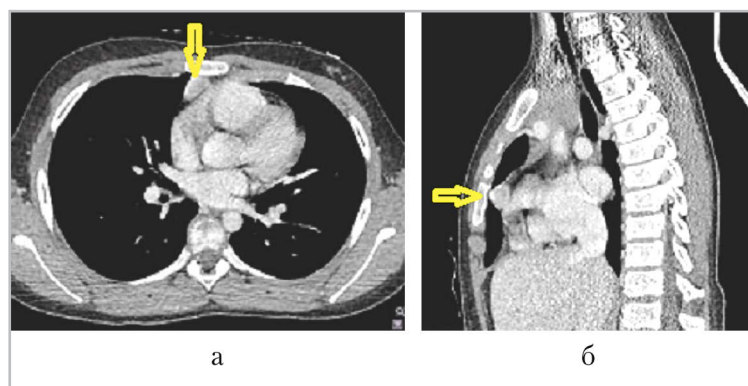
Компьютерные томограммы органов грудной клетки, мягкотканное окно, постконтрастное усиление; сканы в аксиальной (а) и сагитальной (б) плоскостях — образование переднего средостения (стрелки)
